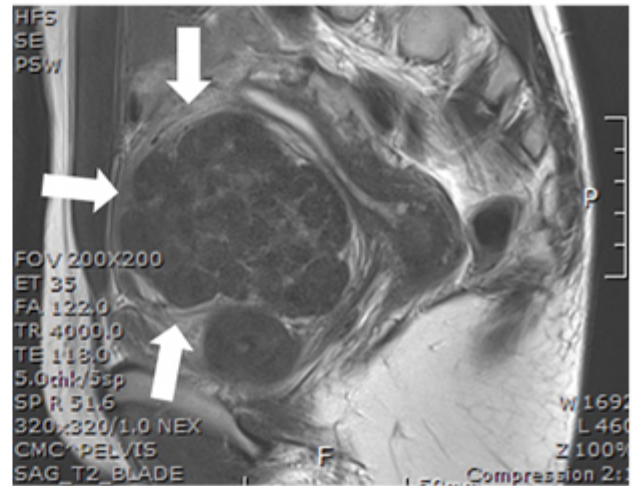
d. MRI T2—intramural type, low signal—interfacing margin with normal myometrium
